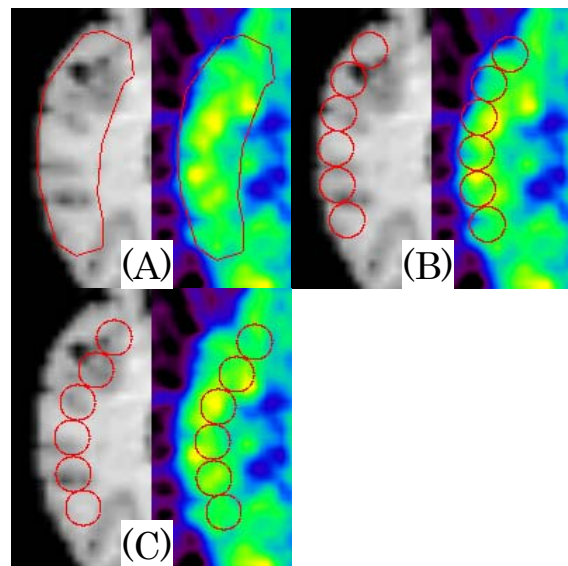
三種の方法で設定した ROI の例。(A)MRI 上に多角形として設定(B)MRI 上の灰白質領域に直径 1cm の円柱領域の複合体として設定、(C)MRI の情報を参考に、PET 画像上の放射能集積が高い部位を目安に直径 1cm 円柱領域の複合体として設定。
